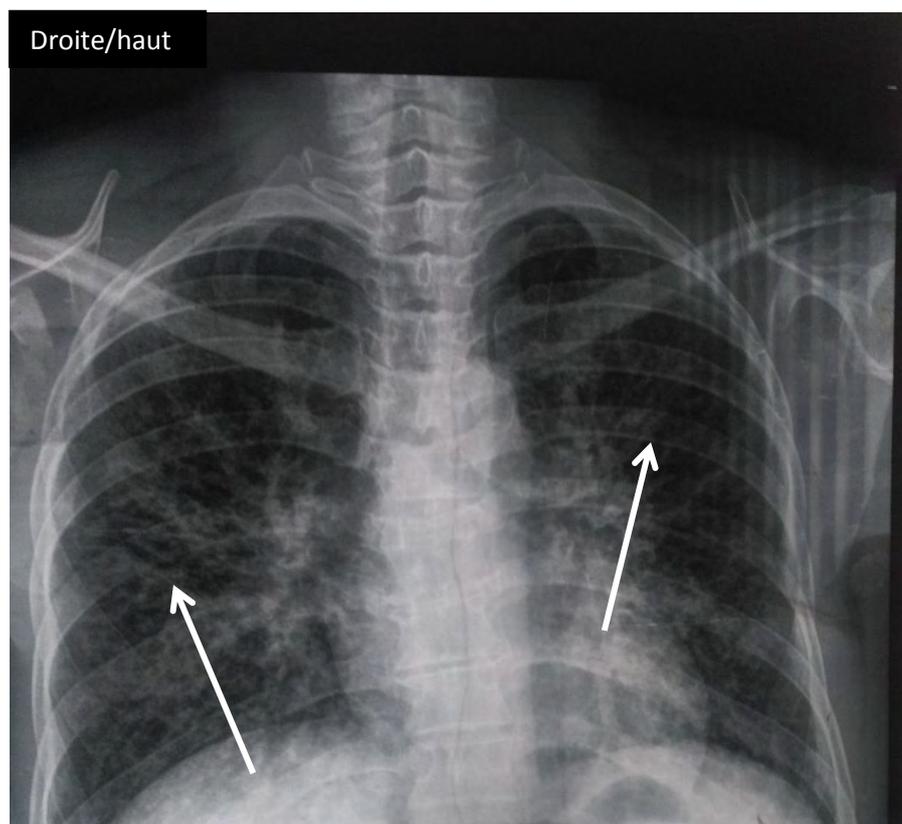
Radiographie du thorax de face de la patiente: présence d'un syndrome interstitiel bilatéral diffus (flèches)
